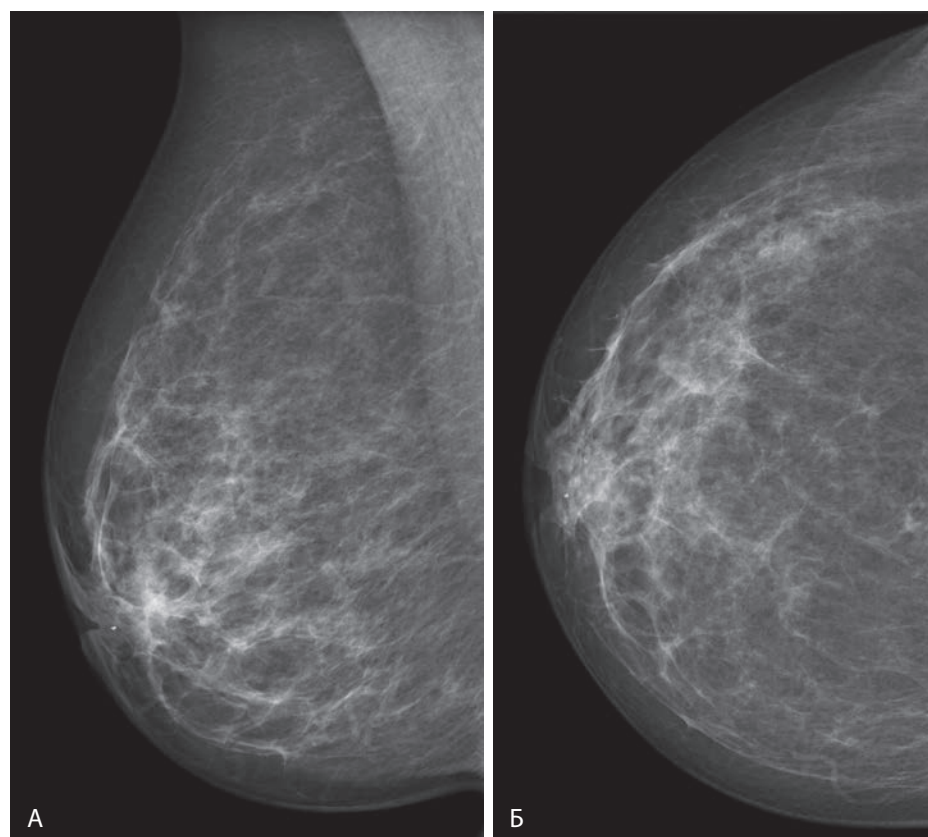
На медиолатеральной (А) и краниокаудальной (Б) маммограммах определяется четко ограниченное объемное образование низкой плотности в ретроареолярной области. Это могут быть киста, папиллома или абсцесс, однако такая картина не исключает и карциномы. УЗИ в этом случае подтвердило диагноз абсцесса.
